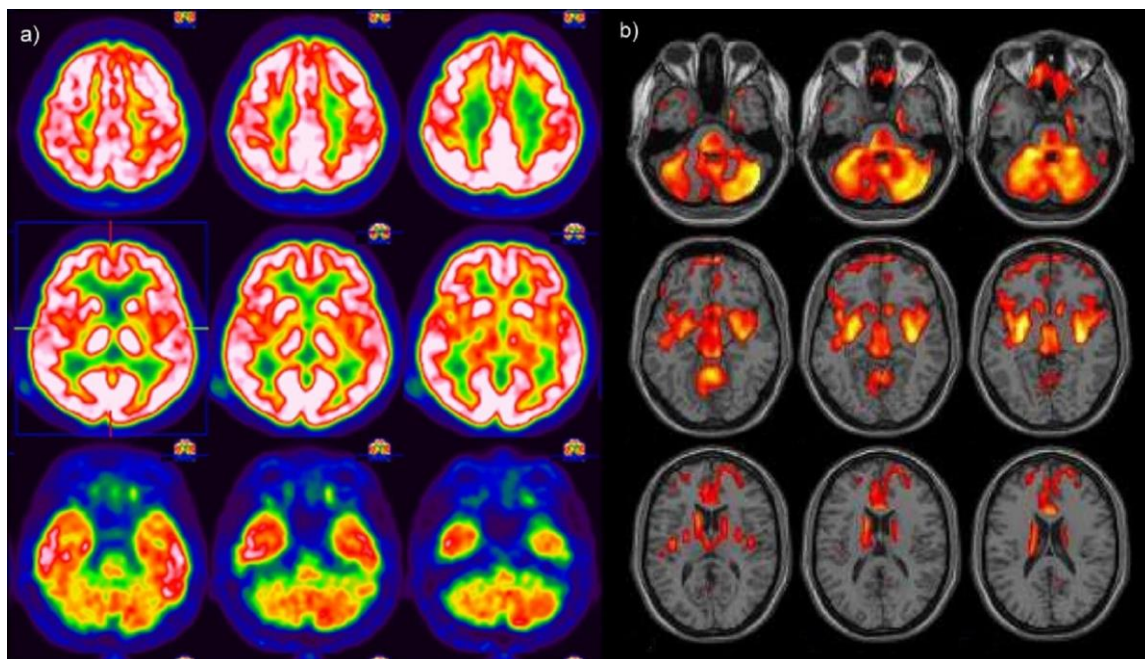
Karakterističan nalaz regionalnog metabolizma glukoze kod pacijenta sa IPB sa motornim simptomima bez kognitivnih poremećaja: očuvan metabolizam u nivou nukleus lentiformisa obostrano uz blago sniženje kortikalnog metabolizma frontalno: a) FDG-PET; b) SPM t-mapa regiona sa hipometabolizmom koregistrovana sa MR atlasom aksijalnih preseka
